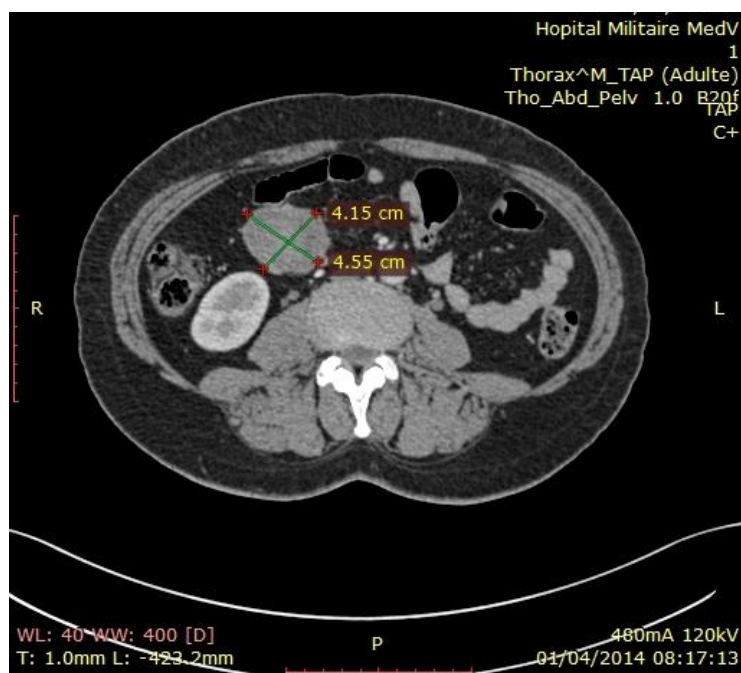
TDM abdominale : Coupe transversale mettant en évidence la masse grêlique (flèche).
